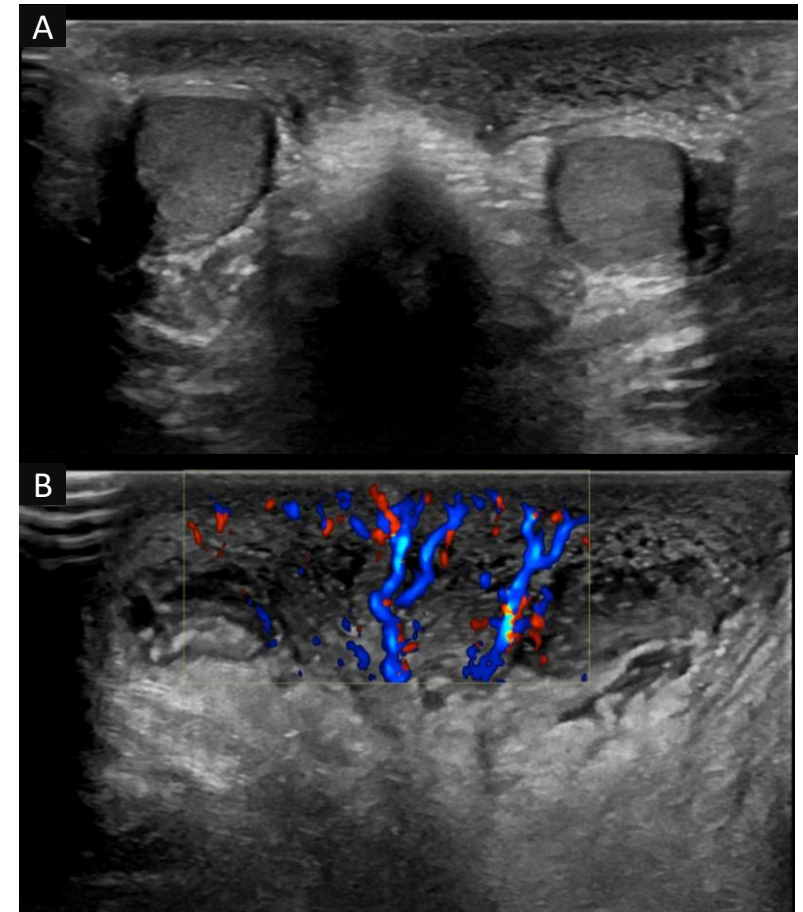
Edema escrotal idiopático limitado a la piel y fascia de Dartos, con el signo de la fuente en el modo Doppler color.
